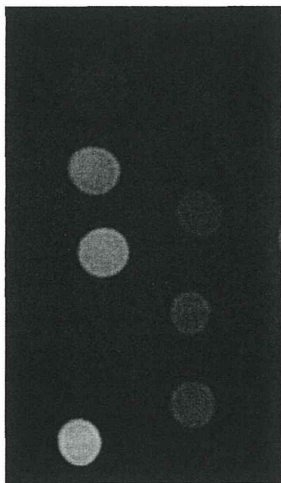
Gd リポソームをいれたファントムの MRI 画像。左列がリポソーム膜を破壊した後の画像。
